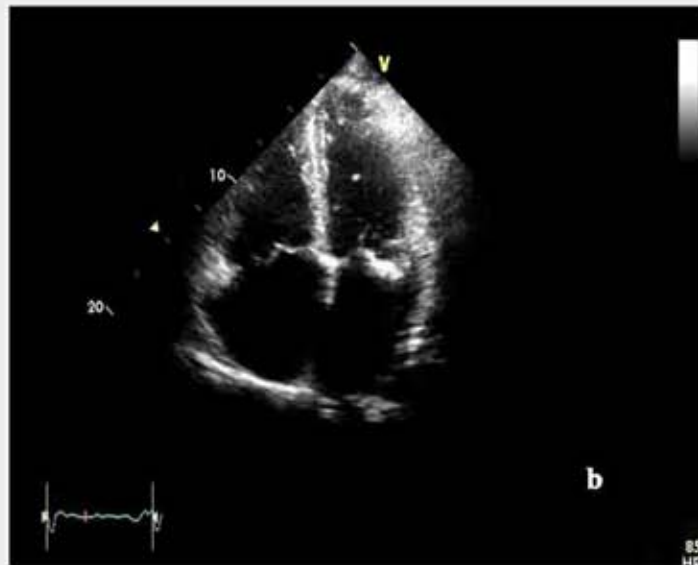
b Ecocardiografie transtoracică (Clinica Angiomed, Sp. Clinic „Caritas Acd. N. Cajal”).
